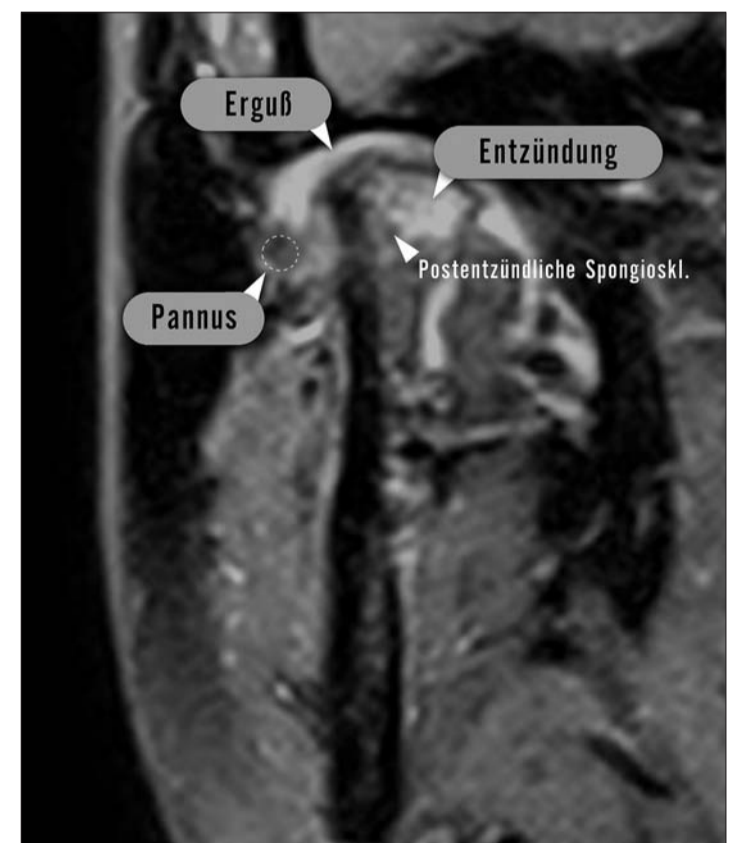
Ultrahochauflösende MRT des rechten Kiefergelenks, parakoronar, T1 fettunterdrückt nach KM-Gabe. Patient weiblich, 15 Jahre alt, keine Rheumaanamnese. Unter kieferorthopädischer Therapie rezidivierend offener Biss und zunehmende Unterkieferrücklage sowie Öffnungsdeviation nach rechts. Keine Schmerzen. Diagnose: JIA des rechten Kiefergelenks im Sinne einer Monarthritis, gesichert durch pädiatrische und laborchem. Diagnostik. Fortgeschrittene Gelenkdestruktion mit Substanzverlust und somit Einbuße der Vertikalen. Teils postentzündlich sklerosierte (ausgebrannte) Bezirke, zum anderen erosive Entzündungszeichen. Derbe synoviale Proliferate (Pannus) im rechten Kapselrezessus sowie Gelenkerguss. Intermediär entzündliches Aktivitätsmuster. Alle übrigen Gelenke inklusive der Kopfelenke zeigten keine pathologischen Befunde.
